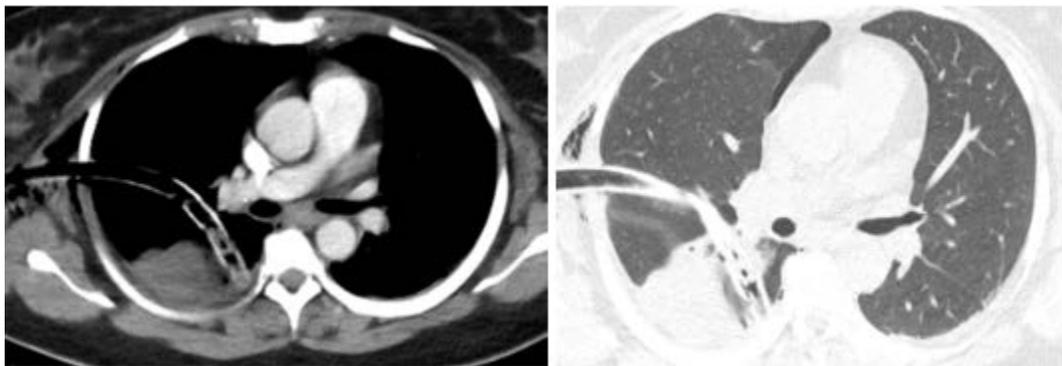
TAC de tórax simple y contrastada. Derrame pleural derecho loculado en segmento posterior del lóbulo superior derecho con extensión a la cisura menor.
